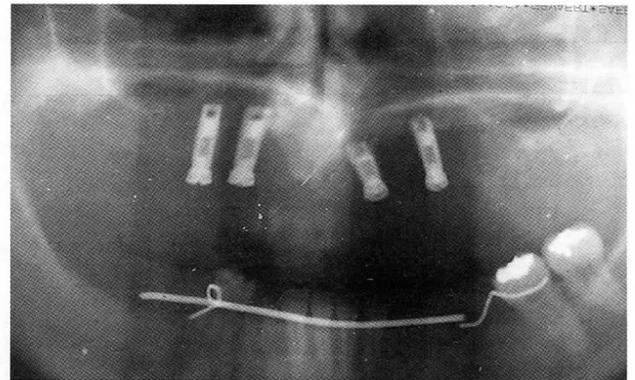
Ortopantomografía tras el período de cicatrización.
